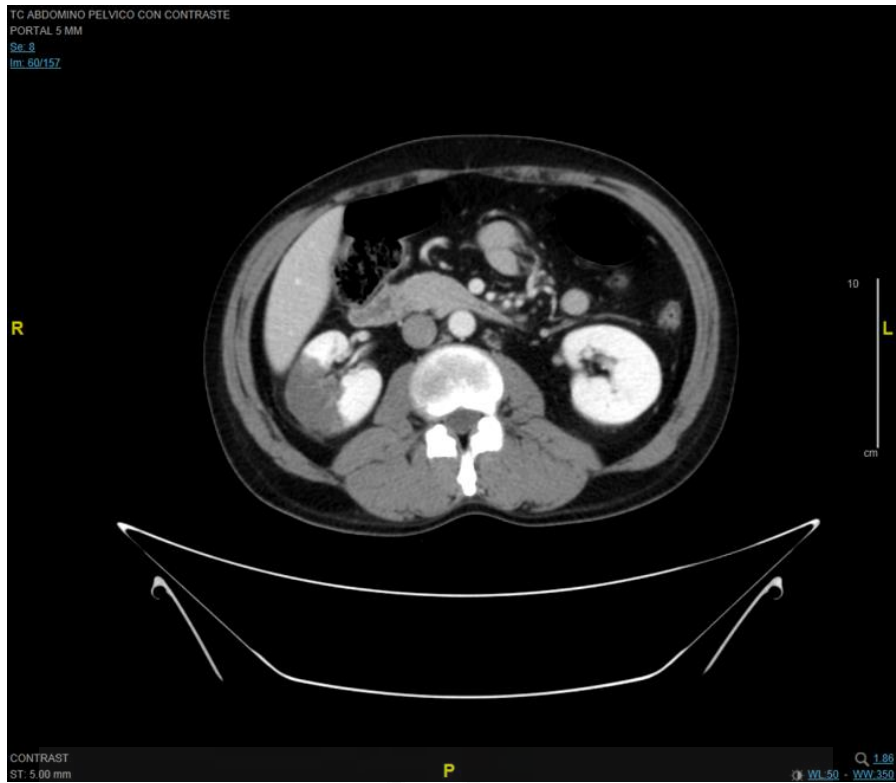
TC Abdominal con contraste IV. Corte axial. Infarto renal derecho.
